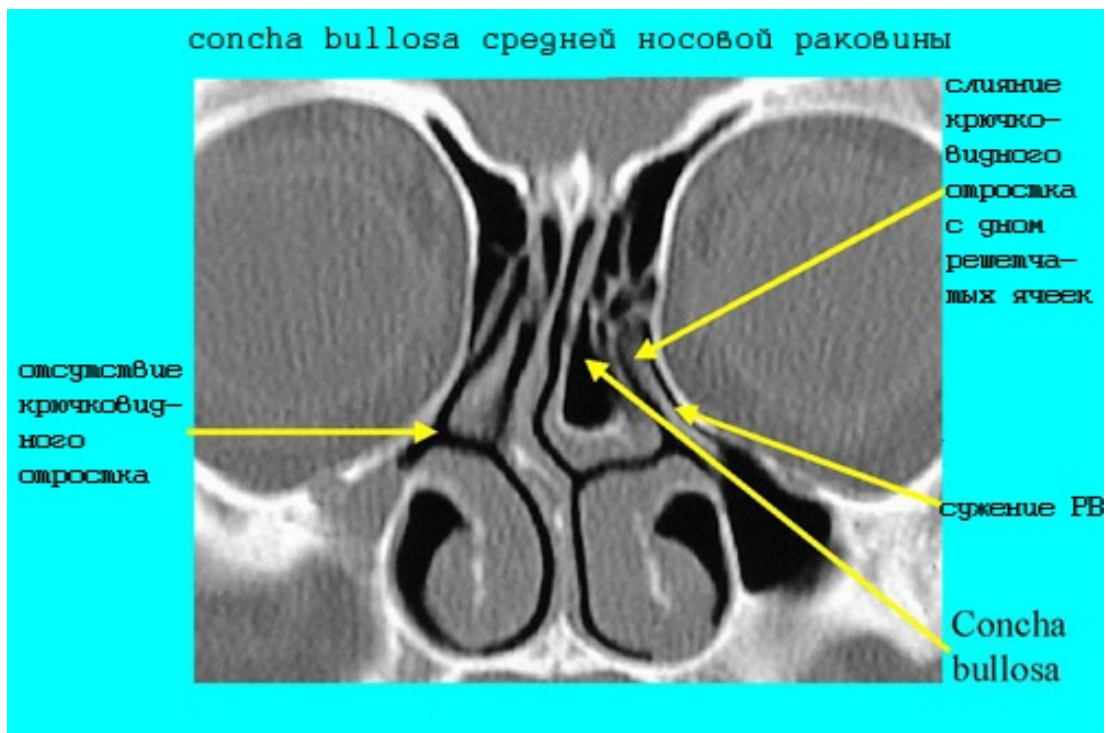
КТ полости носа . Concha bullosa левой средней носовой раковины с ее расширением и сужением РВ и среднего носового хода. Отмечается отсутствие правого КО, что является еще одним анатомическим вариантом.
